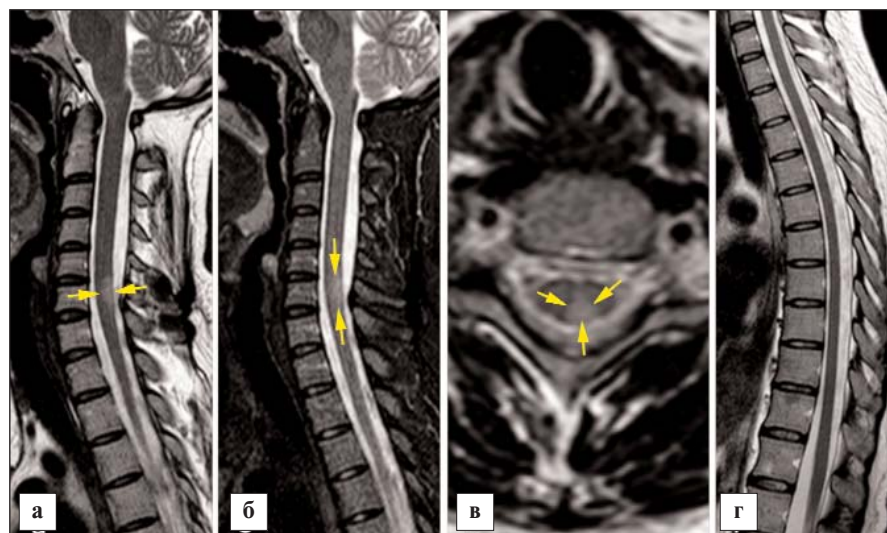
Пациентка Л., 42 лет. МРТ спинного мозга от 04.09.2020 в сагиттальной плоскости в режимах T2 (а, г) и T2 STIR (б), а также в аксиальной плоскости в режиме T2 (в). Интрамедуллярно, в центральных и задних отделах спинного мозга на уровне C_{VI} определяется очаг демиелинизации (стрелки). На остальном протяжении, включая грудной уровень, спинной мозг обычной формы, с однородной интенсивностью МР-сигнала
